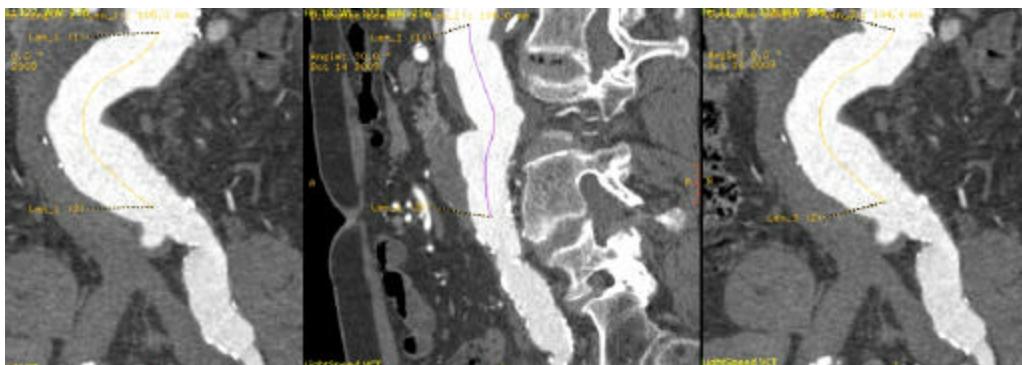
Graficki prikaz CT merenja korišcenih u istraživanju:
